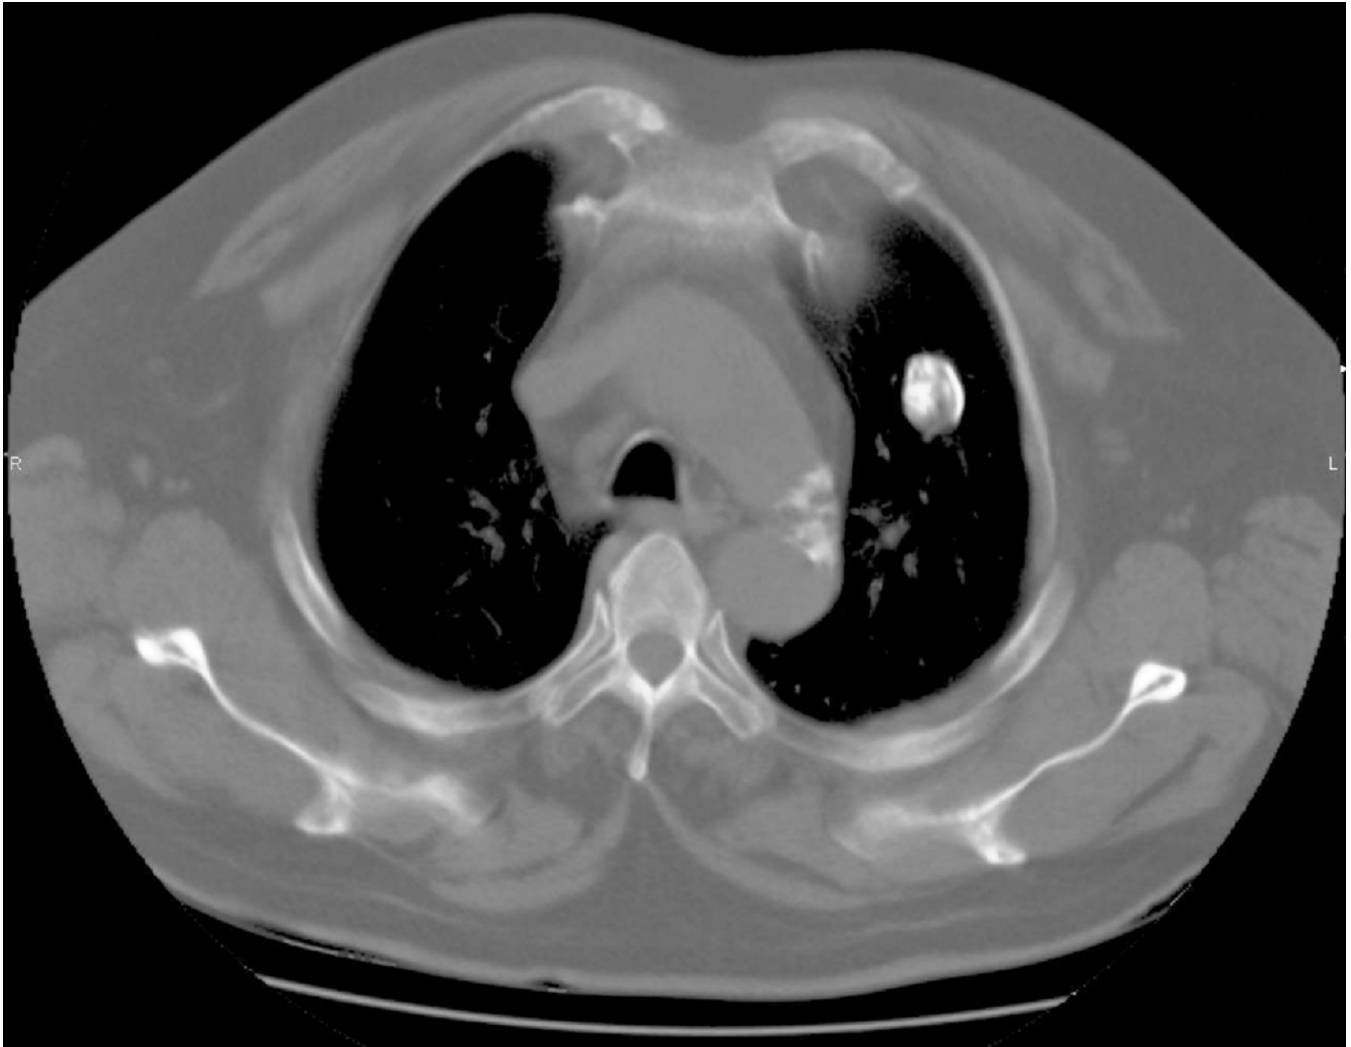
TC de tórax ventana ósea.
